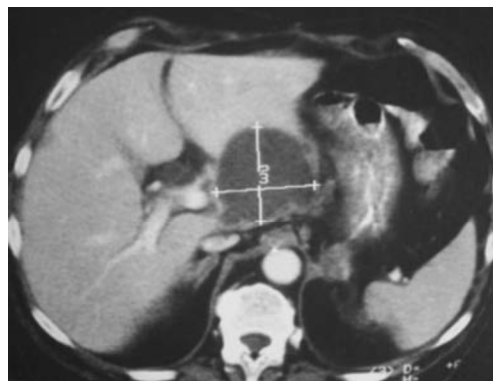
Imagem de tomografia axial computadorizada abdominal. Observa-se um volumoso abscesso hepático perihilar com cerca de 7 cm de diâmetro.
